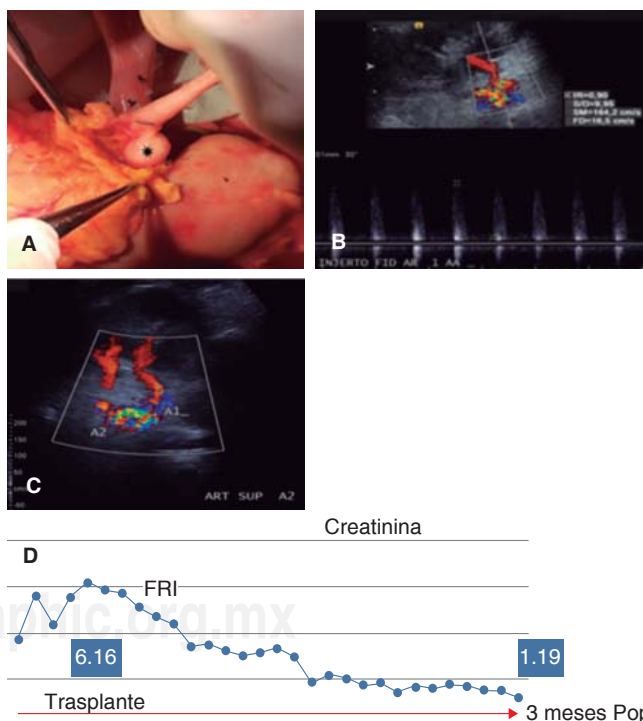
A. Aneurisma sacular de arteria renal de aproximadamente 1 cm (*). B. US Doppler con índices de resistencia de la arteria elevados. C. US Doppler con *aliasing* y flujo de las dos arterias. D. Comportamiento de la creatinina desde el momento del trasplante, función retardada del injerto (FRI) hasta su último seguimiento a tres meses.
